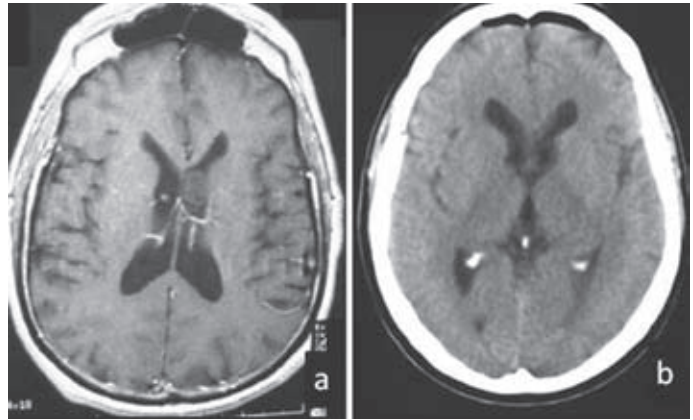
A: RM axial preoperatorio de subependimoma. B: TC axial postoperatorio.
